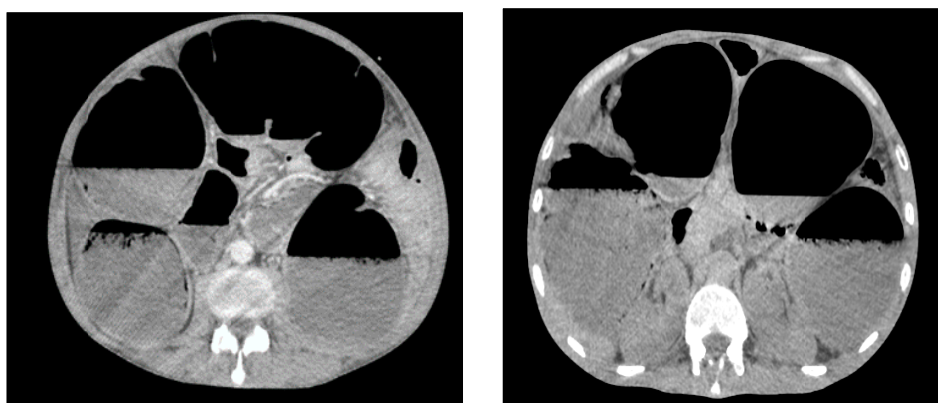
TDM abdominale coupe axiale chez un de nos malades évoquant une sténose anastomotique colo-anale, associée à une pneumatose pariétale et à un épanchement péritonéal de faible abondance
